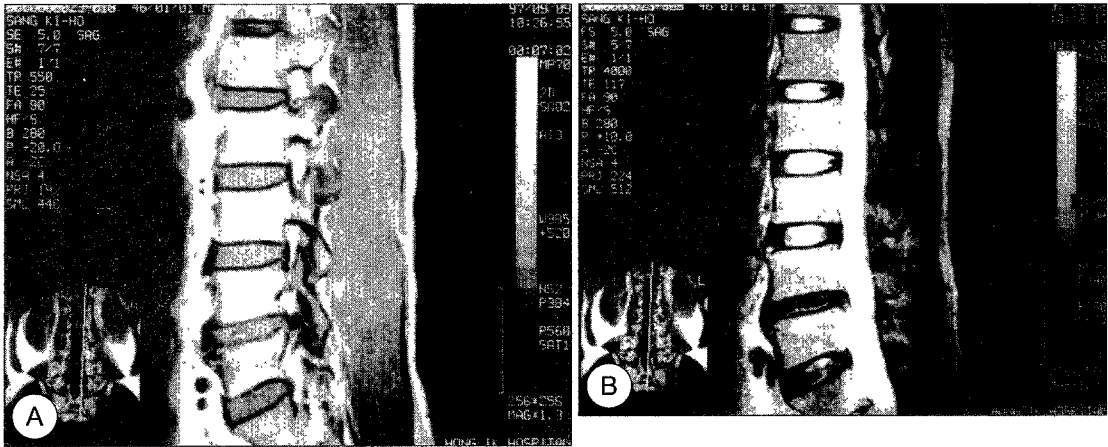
46 year-old man had presented low back pain for 4 years. MRI shows increased vertebral marrow signal in T1-weighted image(2-A) and slightly increased marrow signal and decreased disc signal in T2-weighted image(2-B).
